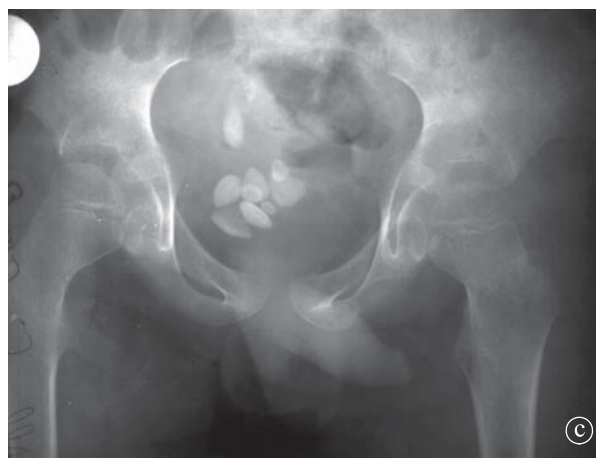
Calculi radioopaci. Radiografie renală simplă. a) în ureterul drept în regiunea lombară. b) calcul coraliform. c) în vezica urinară.
